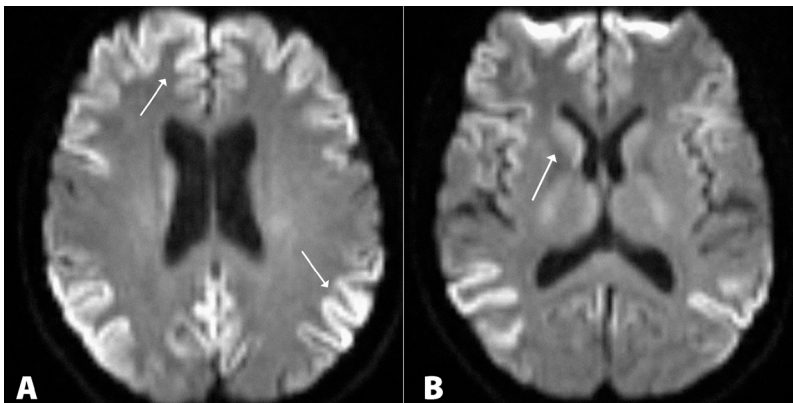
Resonancia magnética de cerebro en imágenes ponderadas por difusión. A. hiperintensidad de las circunvoluciones corticales de los lóbulos frontales y parietales, llamada cinta cortical (flechas). B. hiperintensidad en la cabeza del núcleo caudado derecho (flecha).
